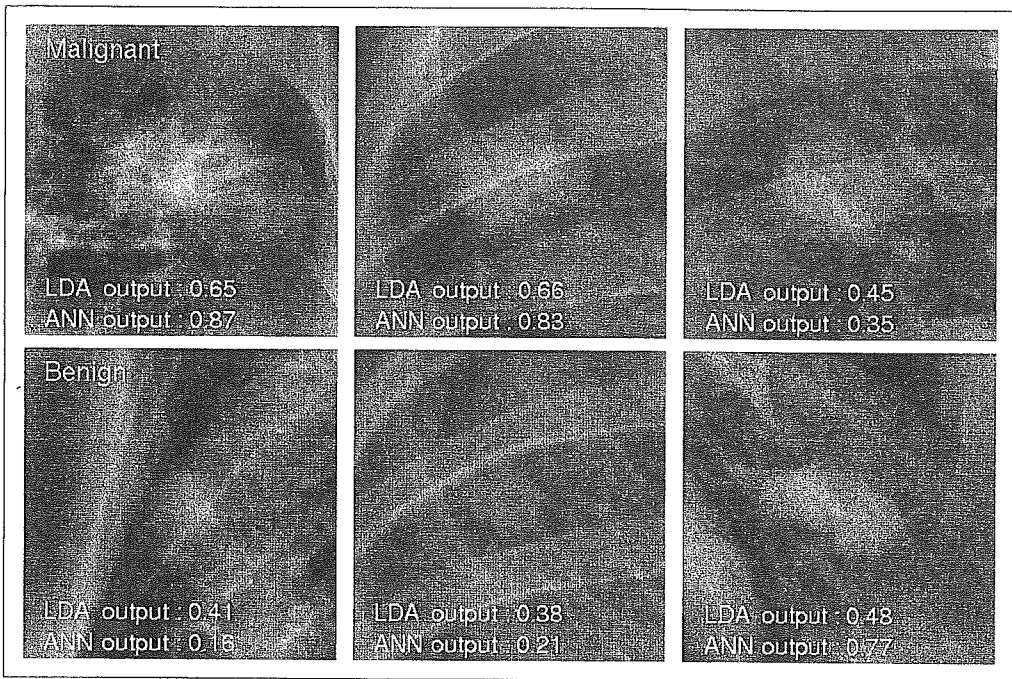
胸部単純写真の結節状陰影についてのコンピュータが求めた悪性度
